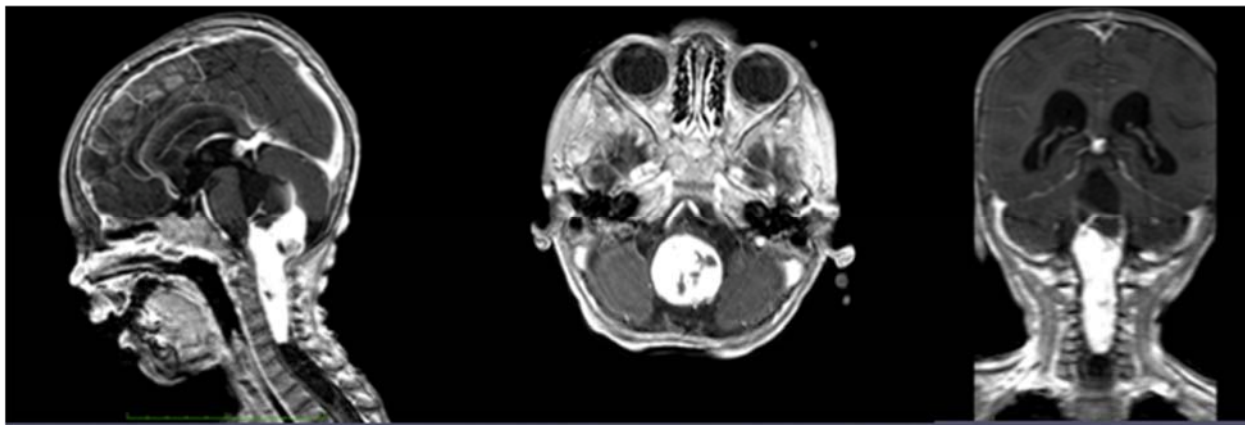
МРТ головного мозга с контрастом (Т1 режиме) до операции: ЦМО до уровня С6
